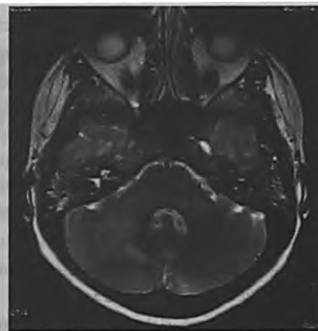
МРТ головного мозга (через 3 месяца после отмены антиретровирусной терапии).
